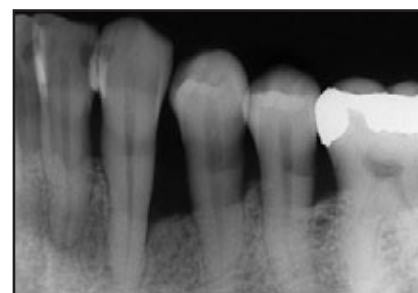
Nach einem Jahr zeigte das Röntgenbild die vollständige Auflösung der intraossären Komponente des Defekts. Die CAL-Zunahme betrug 4 mm.
